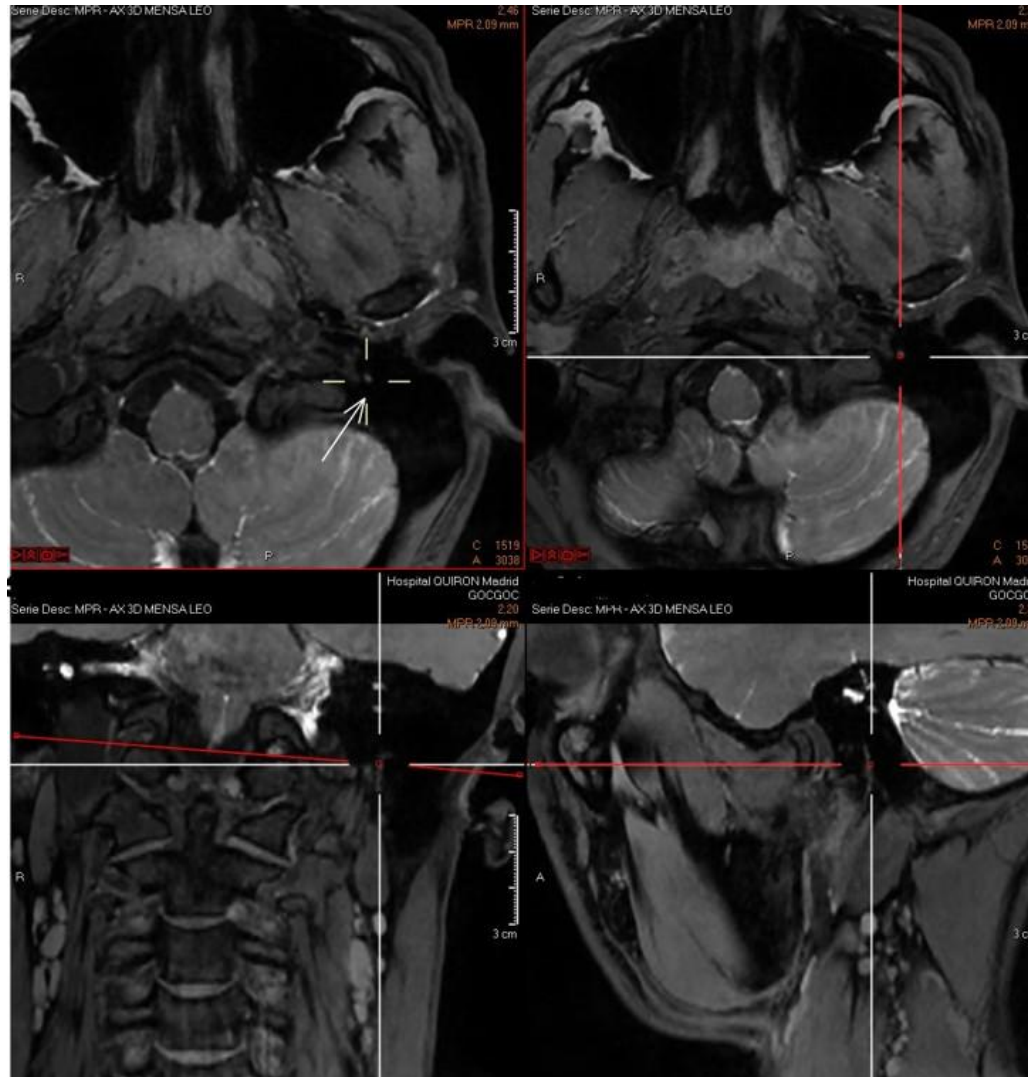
Imágenes sagital y axial de resonancia magnética de 5 teslas, donde se evidencia el nervio facial intraparotideo. Fuentes: Álvaro Domínguez. United Imaging Healthcare
